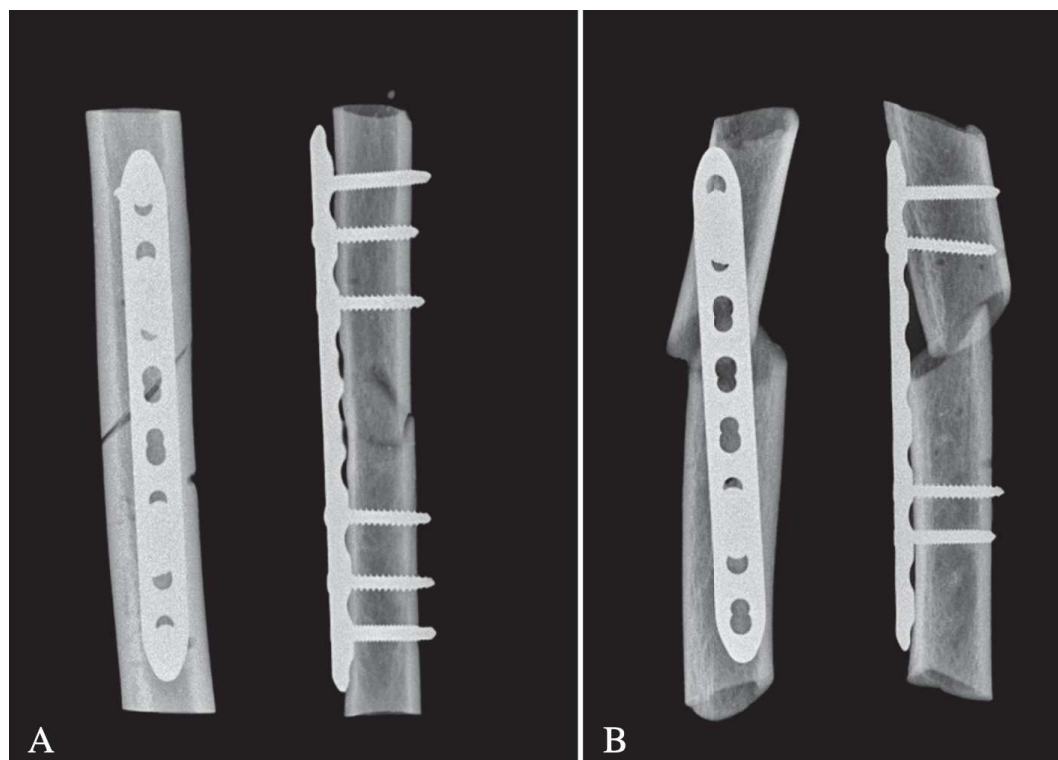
Radiographie de face et profil des segments d'Humérus ostéosynthésés
